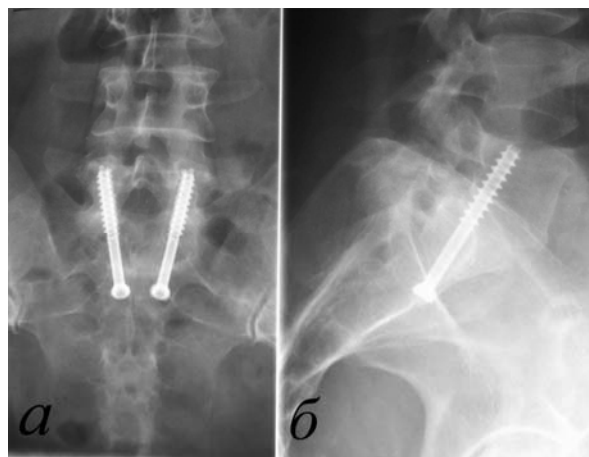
Клинический пример. Состояние после транскорпорального остеосинтеза винтовыми стержнями L5 - S1 позвонков: а – рентгенограмма в передней проекции; б – рентгенограмма в боковой проекции
